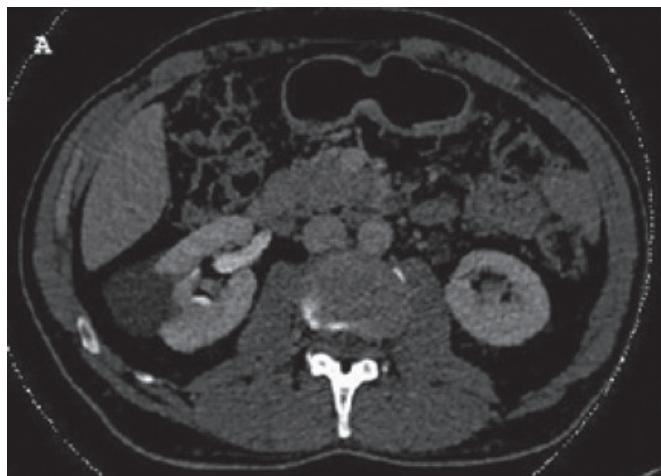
CT images shows a normal excretory phase without any leakage and ureterohydronephrosis in left side.
